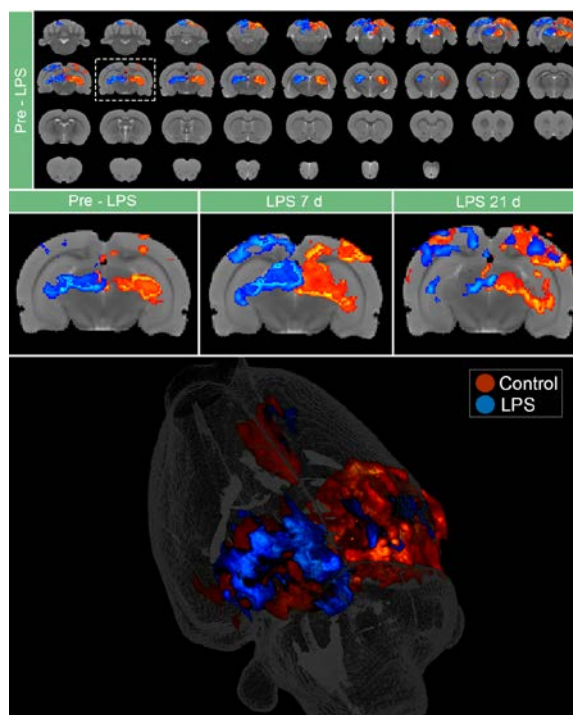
Resonancia magnética funcional en ratas cuyos NOps fueron inyectados con vehículo o LPS. Panel superior: imagen representativa de la señal BOLD en áreas cerebrales que respondieron a estímulos lumínicos estroboscópicos LEDs de 5 animales registrados antes de la inyección de LPS. Panel medio: representación comparativa de la señal BOLD en animales registrados antes y 7 y 21 días post-LPS. Panel inferior: representación de la señal BOLD en vista tridimensional a los 21 días post-inyección de LPS. En todos los casos, la representación térmica en rojo representa la señal BOLD obtenida cuando se estimuló el ojo cuyo nervio permaneció intacto (control), mientras que la representación térmica en azul muestra la señal BOLD cuando se estimuló el ojo cuyo nervio fue inyectado con LPS.
